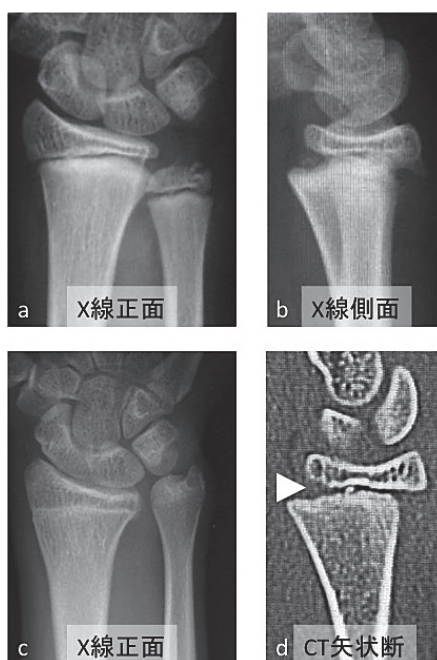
症例2: 12歳, 男児. 橈骨遠位端成長軟骨板損傷 Peterson II 型. a: 受傷時単純 X 線正面像. b: 受傷時単純 X 線側面像. c: 受傷後 2 年半単純 X 線正面像. d: 受傷時 CT 矢状断, 白三角: spot 状高輝度陰影.
